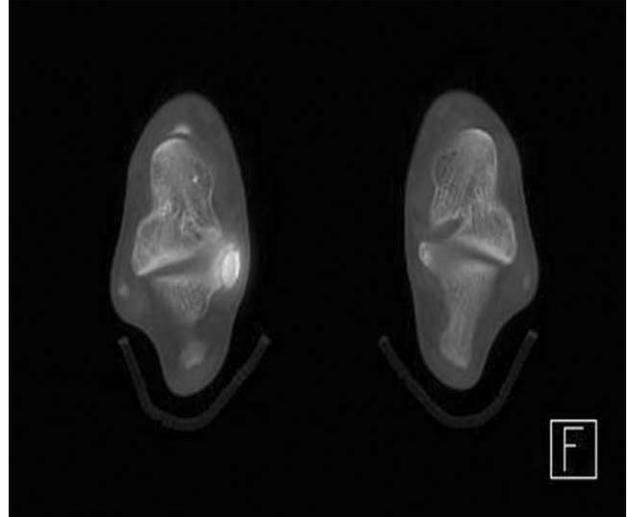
Axial SPECT/CT scan reveals active bone lesion in right os sustentaculi.
